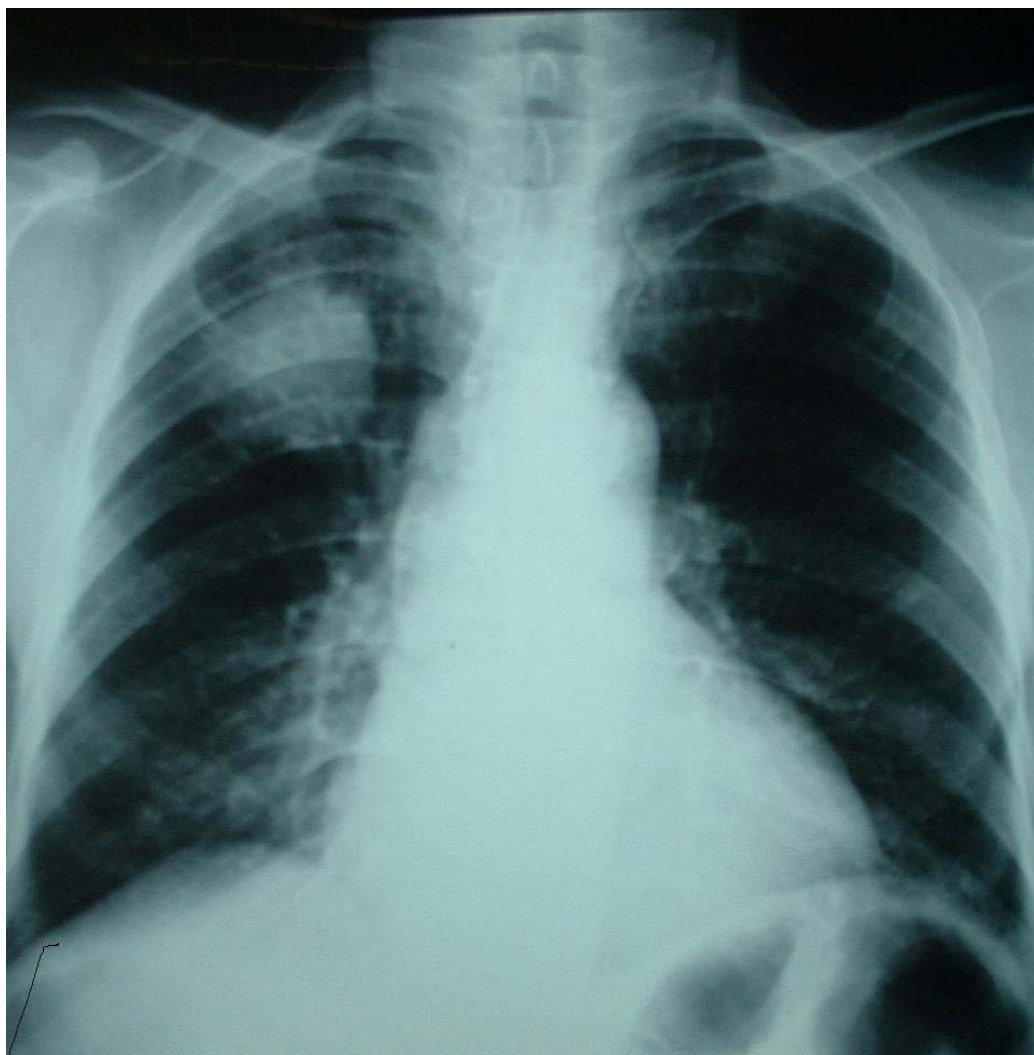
Radiographie thoracique de face montrant une opacité parenchymateuse droite
